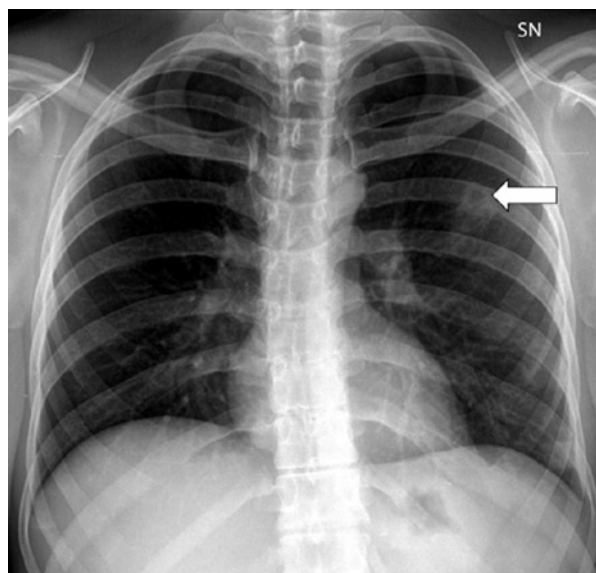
Forma nodulare escavata – Radiografia del torace. Presenza di opacità rotondeggiante a livello del campo polmonare superiore di sinistra (freccia) con escavazione centrale.
